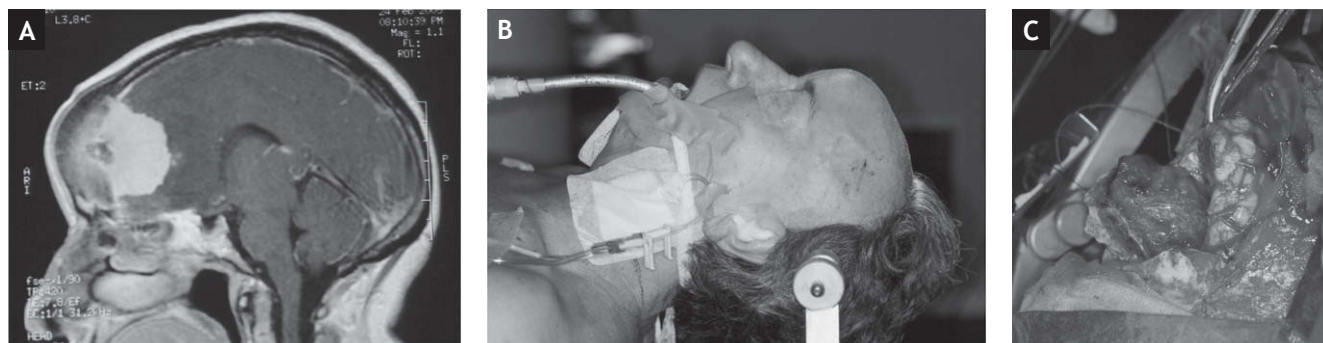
A: resonancia magnética sagital de gran meningioma frontal. B y C: exposición del meningioma.
